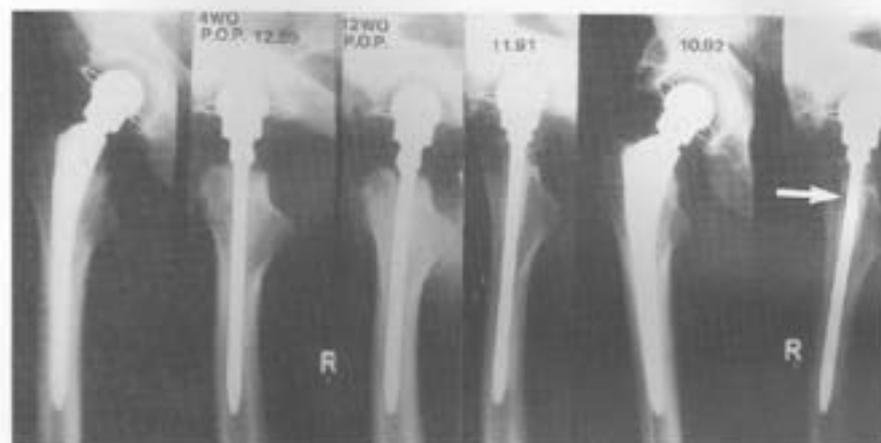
Röntgenverlauf einer unbeschichteten Bicontact-Prothese, die fälschlich zementfrei implantiert wurde. Ab der 12. postoperativen Woche bildet sich zunehmend ein Resorptionsraum um den proximalen Schaft als Ausdruck des nicht erfolgten Knochenanwachses.
